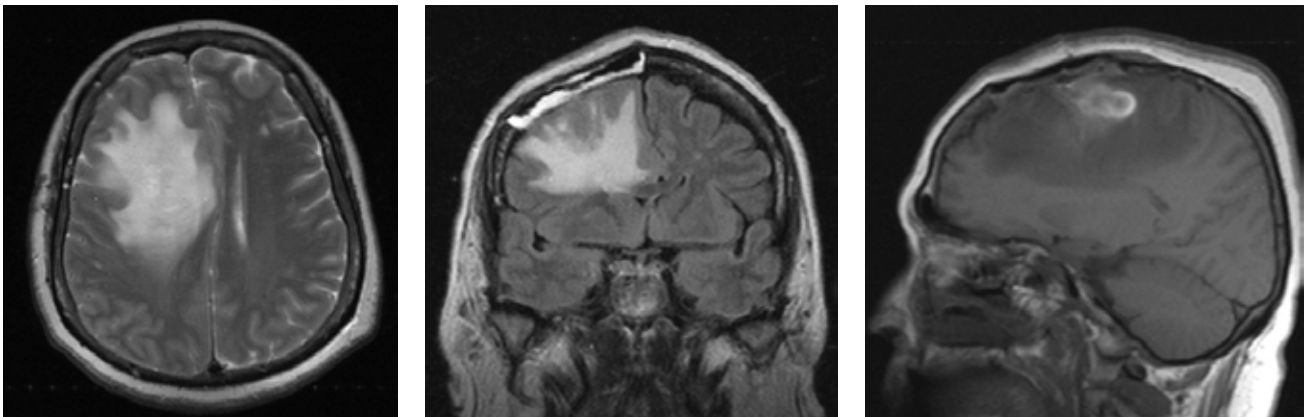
МРТ головного мозга, после операции 10 суток
